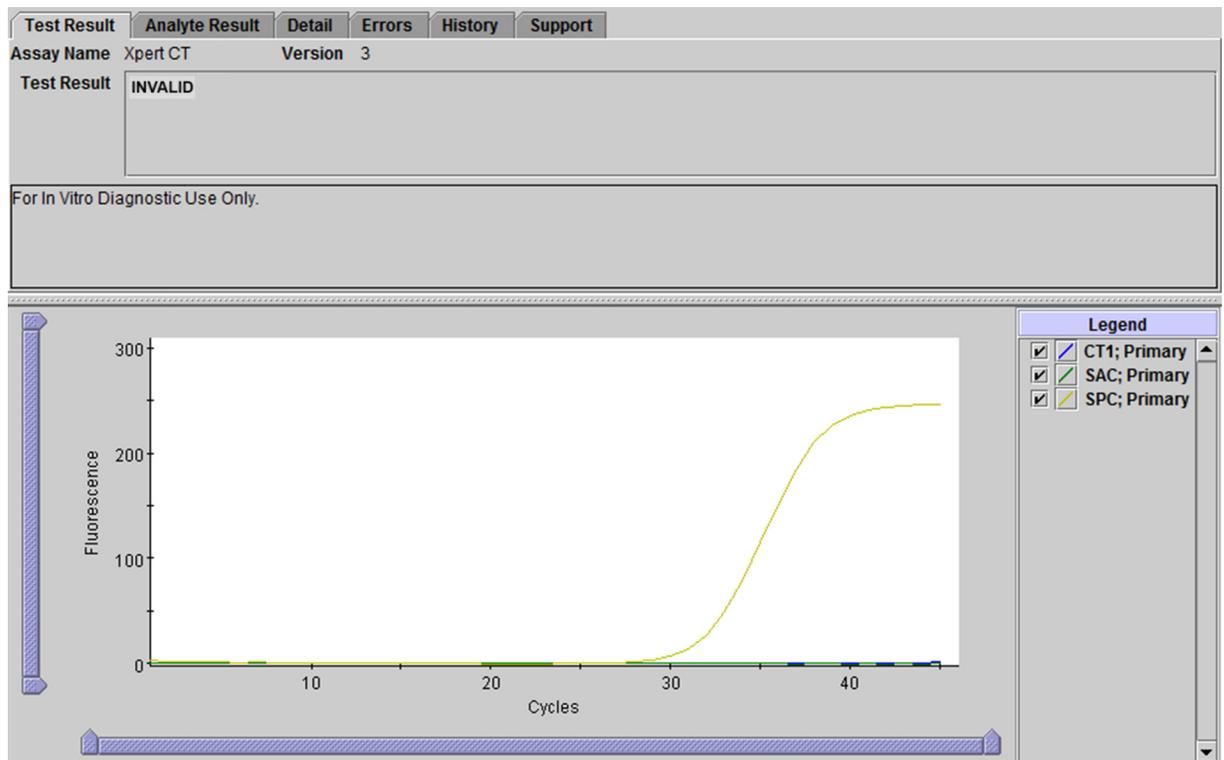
Asai CT-NG - Hasil TIDAK VALID (INVALID)
